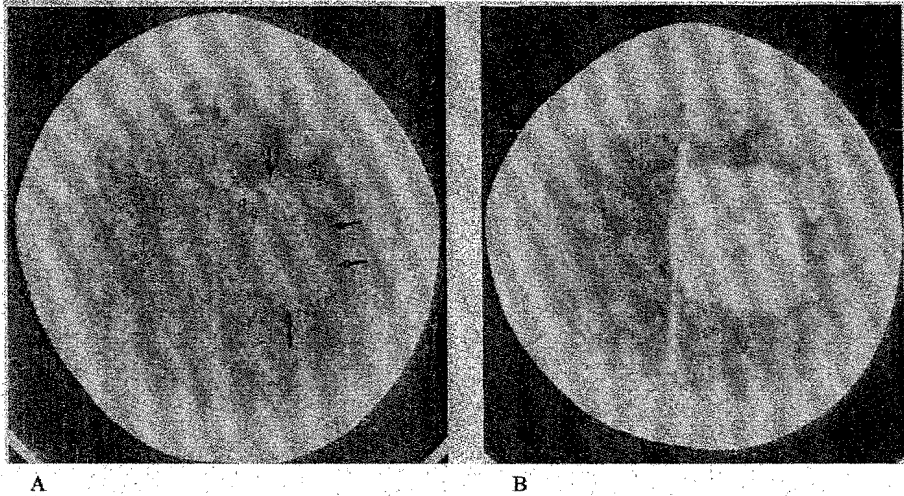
Ependimoma supratentorial. A) Imagen de TAC simple mostrando masa esférica, isodensa respecto a la sustancia gris que presenta pequeño foco de calcificación, y edema vasogenico. B) Posterior a la administración del medio de contraste presenta realce heterogéneo.
